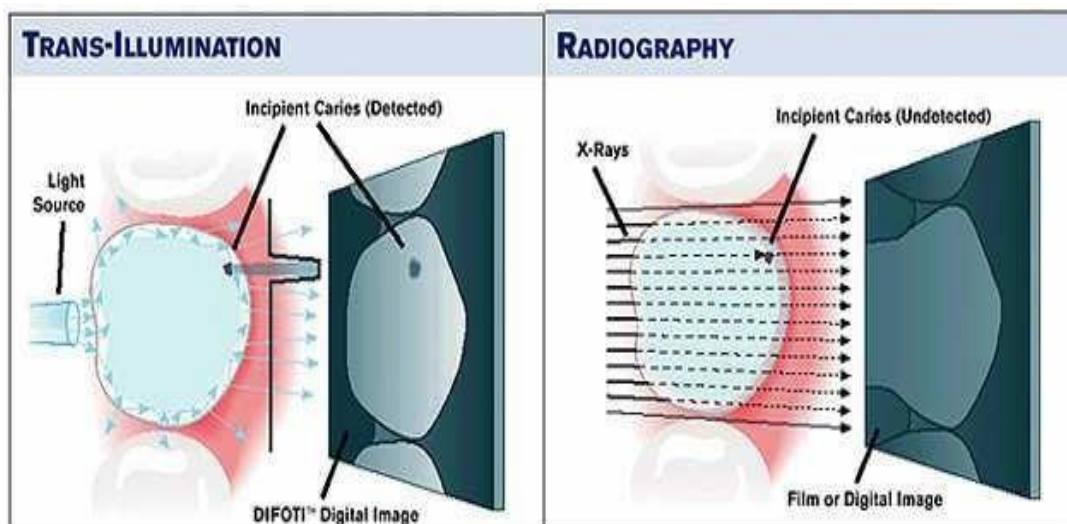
comparaison entre DIFOTI et radiographie dans le diagnostic des lésions précoces[30]
